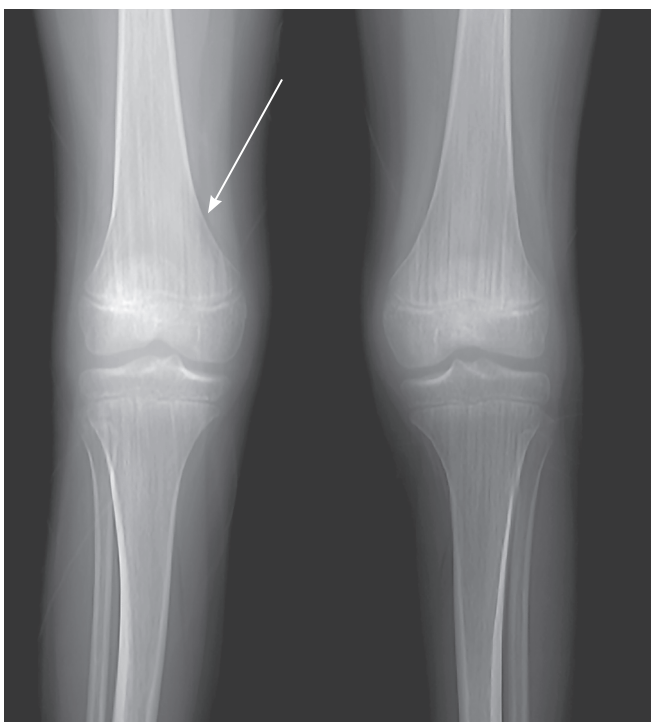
Девочка, 11 лет. На фронтальной рентгенограмме отмечается вертикальная исчерченность в метафизах костей бедра и голени, видны вертикальные рентгенопрозрачные полосы, идущие вдоль диафиза
